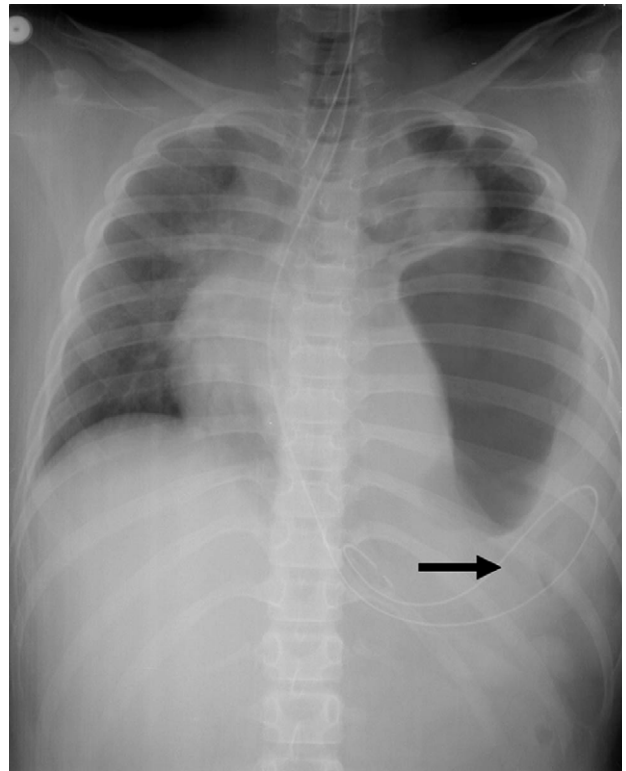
Follow up chest X-ray after nasogastric tube insertion (arrow). Immediate improvement of chest compression is seen. Residual pulmonary and pleural changes from atelectasis and fluid also are seen.
